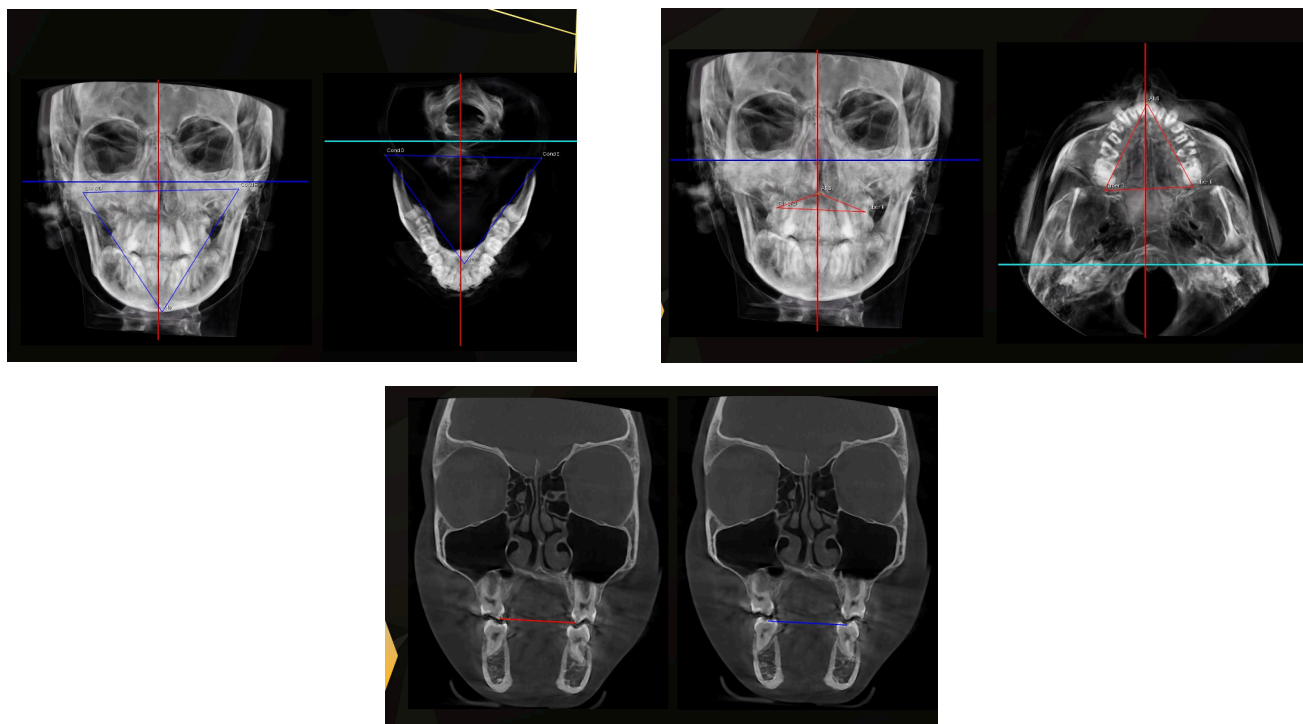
(a,b,c,d,e,f,g,h). Fotografias extra-orais e intra-orais da paciente com 13 anos de sexo feminino antes do tratamento. Figura 1 (i,j,l) Análise frontal e transversal do CBCT inicial.
